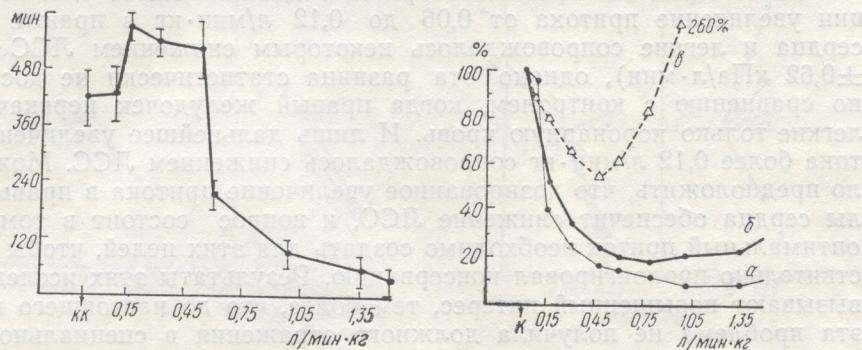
Изменение продолжительности аутоперфузии (по вертикали) СЛП при различных величинах притока (по горизонтали) в правые отделы сердца и легкие.
